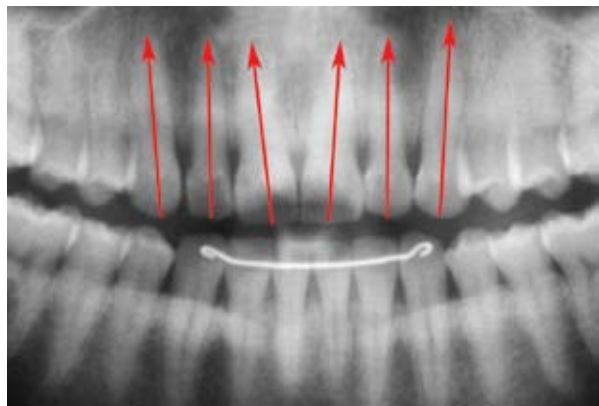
Radiografia panorâmica aproximada mostrando a correção na angulação dos incisivos proporcionada pelo tratamento ortodôntico. Note a presença do 3x3 na radiografia final.
